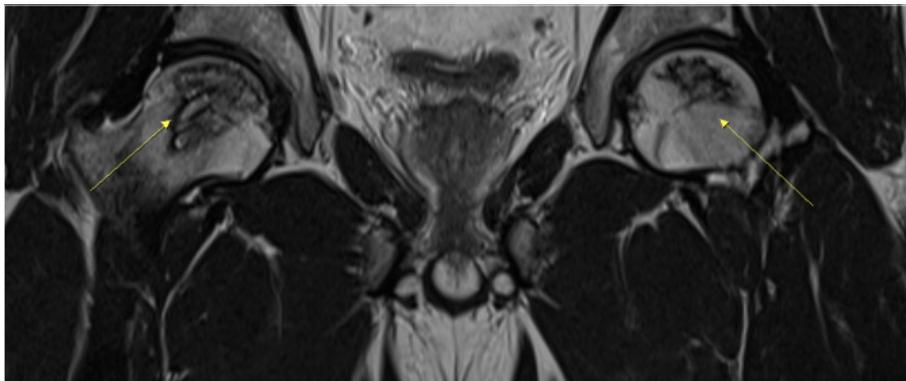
Magnetic resonance imaging hip joint - coronal view (September 20, 2019).
